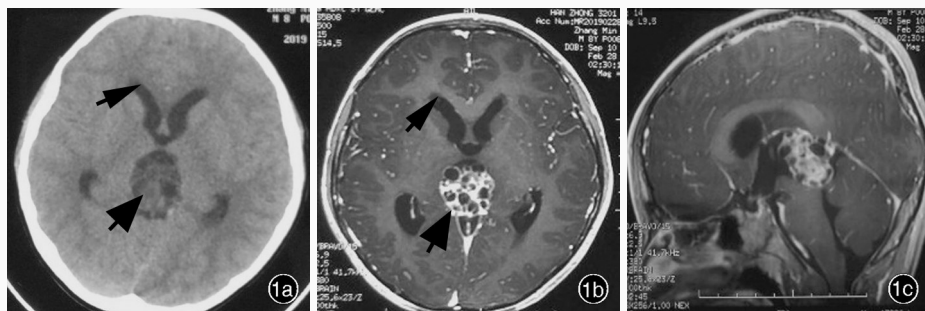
Brain image findings before operation (February 27, 2019) Axial CT showed an oval low density lesion in the pineal region, with uneven density inside (thick arrow indicates) and slightly enlarged of frontal horn of bilateral lateral ventricles (thin arrow indicates, Panel 1a). Axial enhanced T₁WI showed uneven enhancement signals in pineal region with clear boundary and no enhancement in multiple small cystic areas (thick arrow indicates), and slightly enlarged in bilateral lateral ventricles bilateral frontal horn (thin arrow indicates, Panel 1b). Sagittal enhanced T₁WI showed the aqueduct was compressed (Panel 1c).
